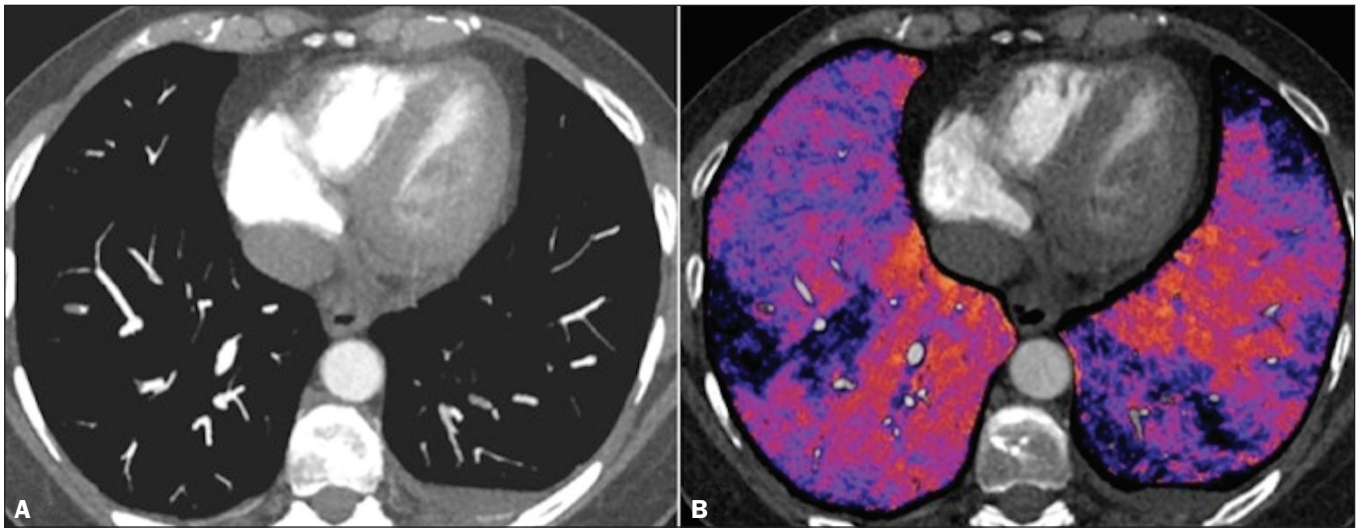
TC em corte axial (A) e mapa de iodo realizado pela técnica de subtração (B) identificando falhas de enchimento em ramos subsegmentares bilateralmente, em correlação com os defeitos perfusionais associados.
